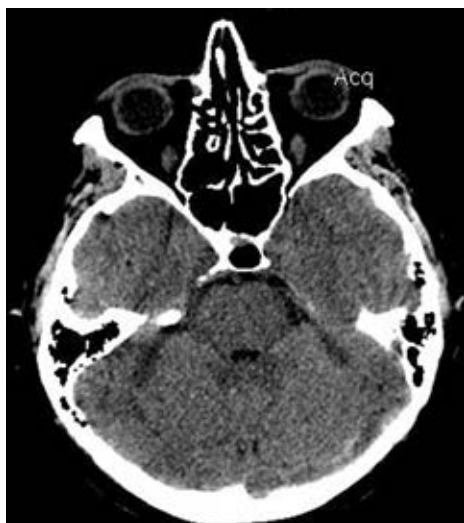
МСКТ головного мозга. При нативном исследовании определяется участок повышения плотностных характеристик в проекции поперечного синуса слева
